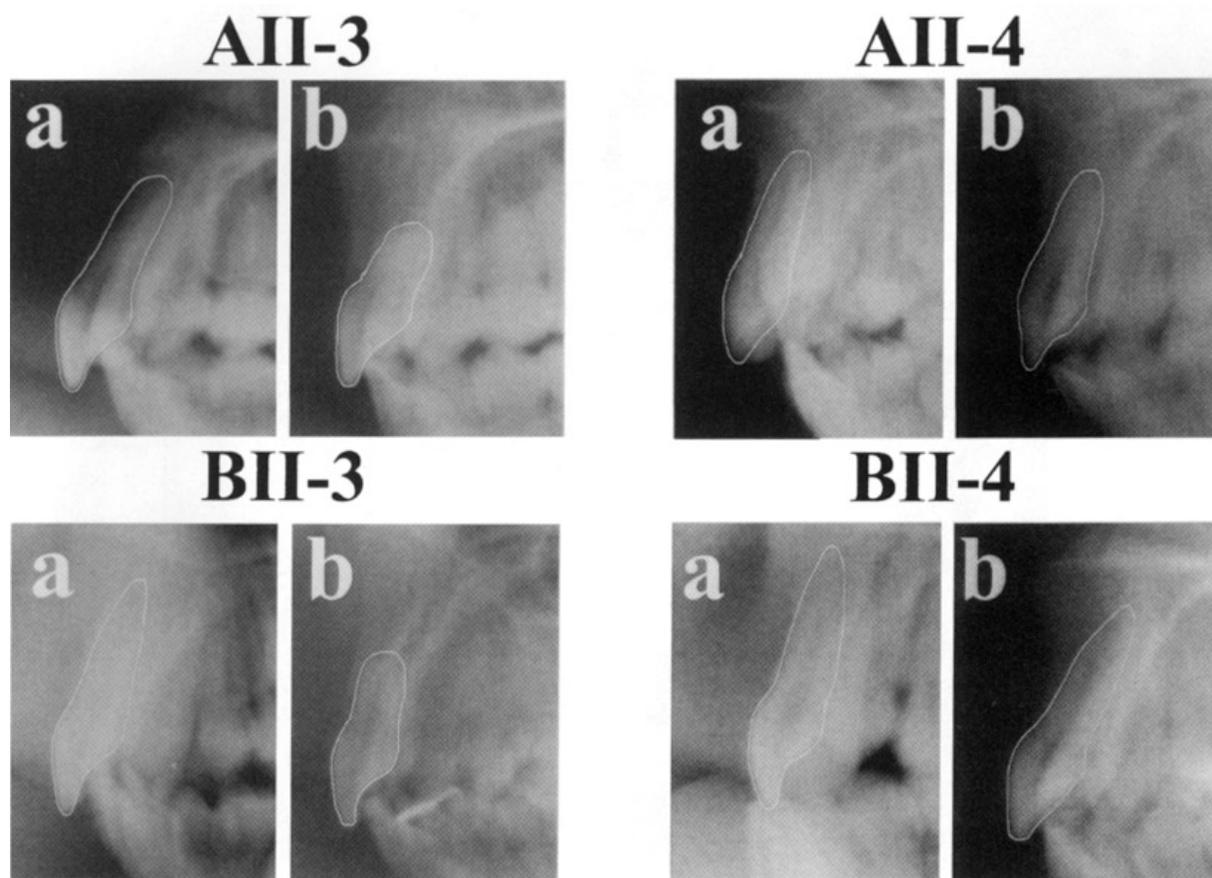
Reprodução da figura 4 do trabalho de Al-Qawasmi et al.¹ apresentando o tipo de radiografias nas quais realizaram-se os diagnósticos de reabsorções radiculares. A legenda assim constitui-se: Figura 4. Cefalogramas laterais a. pré-tratamento e b. pós-tratamento para os indivíduos tratados nas famílias A e B na Fig. 3, com heredogramas. Os incisivos centrais estão destacados em branco.
